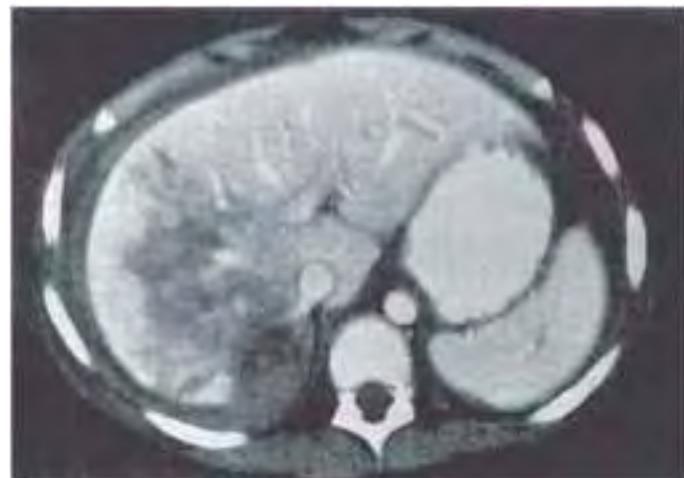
Lesión hepática. La TC realizada tras una grave lesión cerrada del abdomen muestra una lesión en estallido del hígado. El paciente estaba estable y no necesitó ninguna intervención quirúrgica. La decisión de practicar una cirugía debería basarse en la estabilidad fisiológica de cada paciente. (De O'Neill JA Jr: *Principles of pediatric surgery*, ed 2, St Louis, 2003, Mosby, p 168.)
